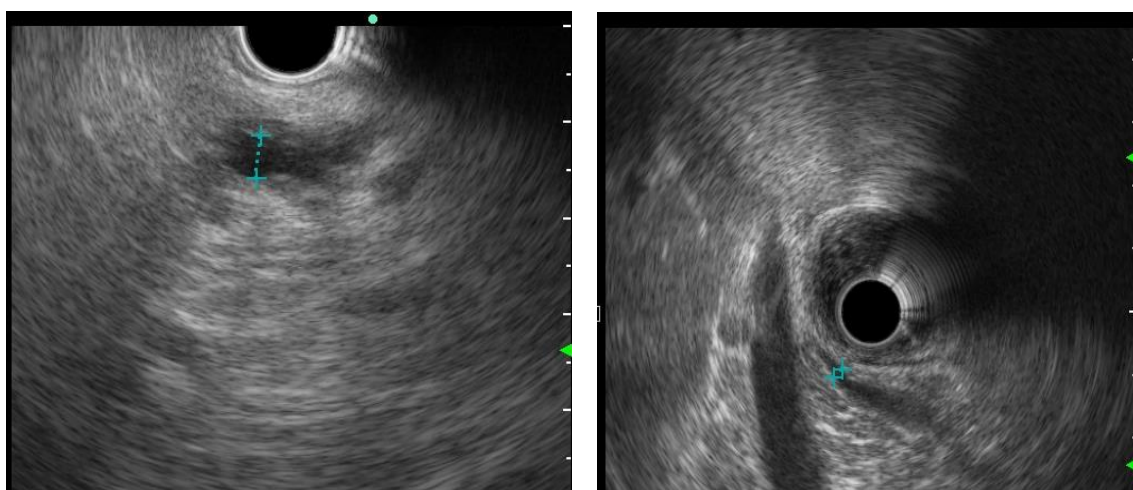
Изменения ПЖ у пациенто с ВЗК на эндо-УЗИ (неопубликованные материалы из личного архива автора)
